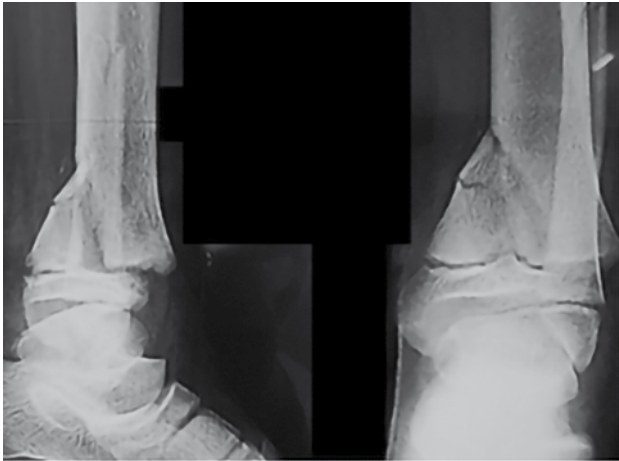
radiographie de face et de profil montrant une fracture triplane de la cheville
